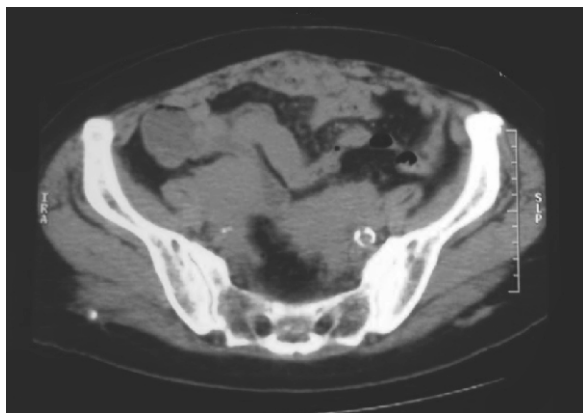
TAC de abdomen simple donde se observan imágenes nodulares redondas adyacentes al peritoneo parietal.
